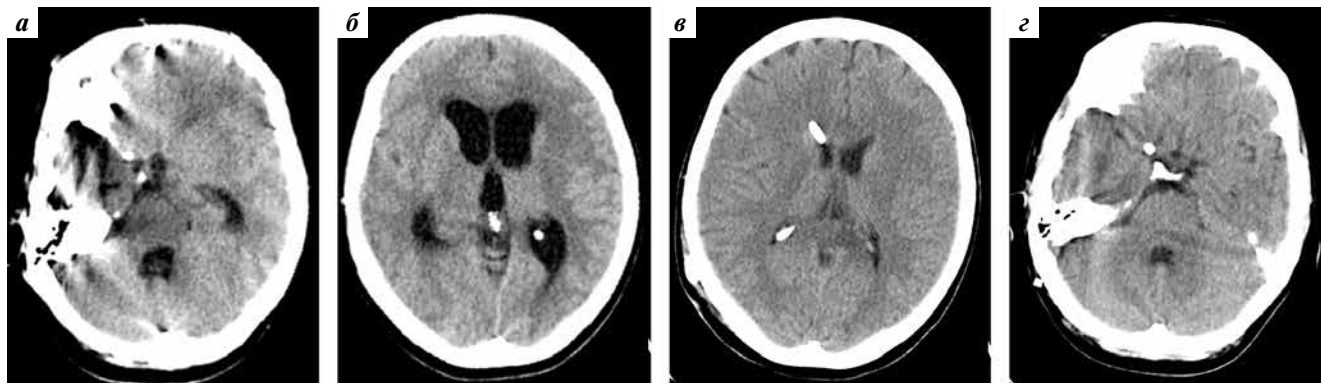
Компьютерная томография головного мозга в аксиальной плоскости до (а, б) и после (в, з) вентрикулоперитонеального шунтирования (2012 г.)
